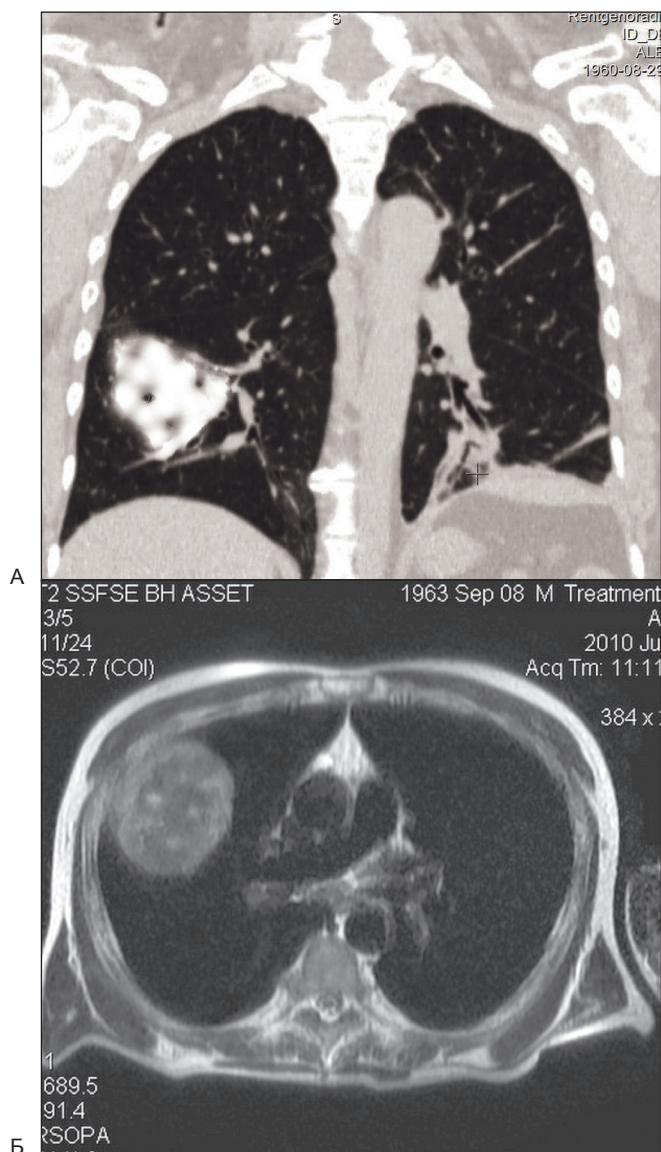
Альвеококк правого легкого: а) КТ – в нижней доле правого легкого определяется инфильтрация легочной ткани с наличием гиподенсивных включений; б) МРТ, T2ВИ – жидкостные включения в солидном образовании
